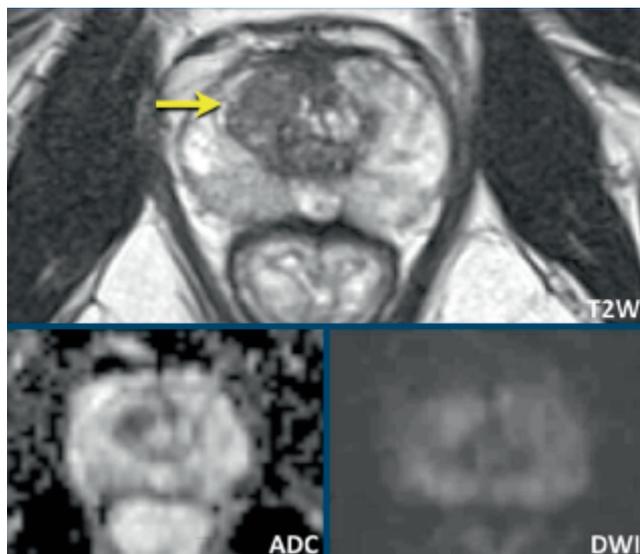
МРТ предстательной железы (акс. срез, T2 ВИ): пример автоматического обнаружения очага РПЖ
